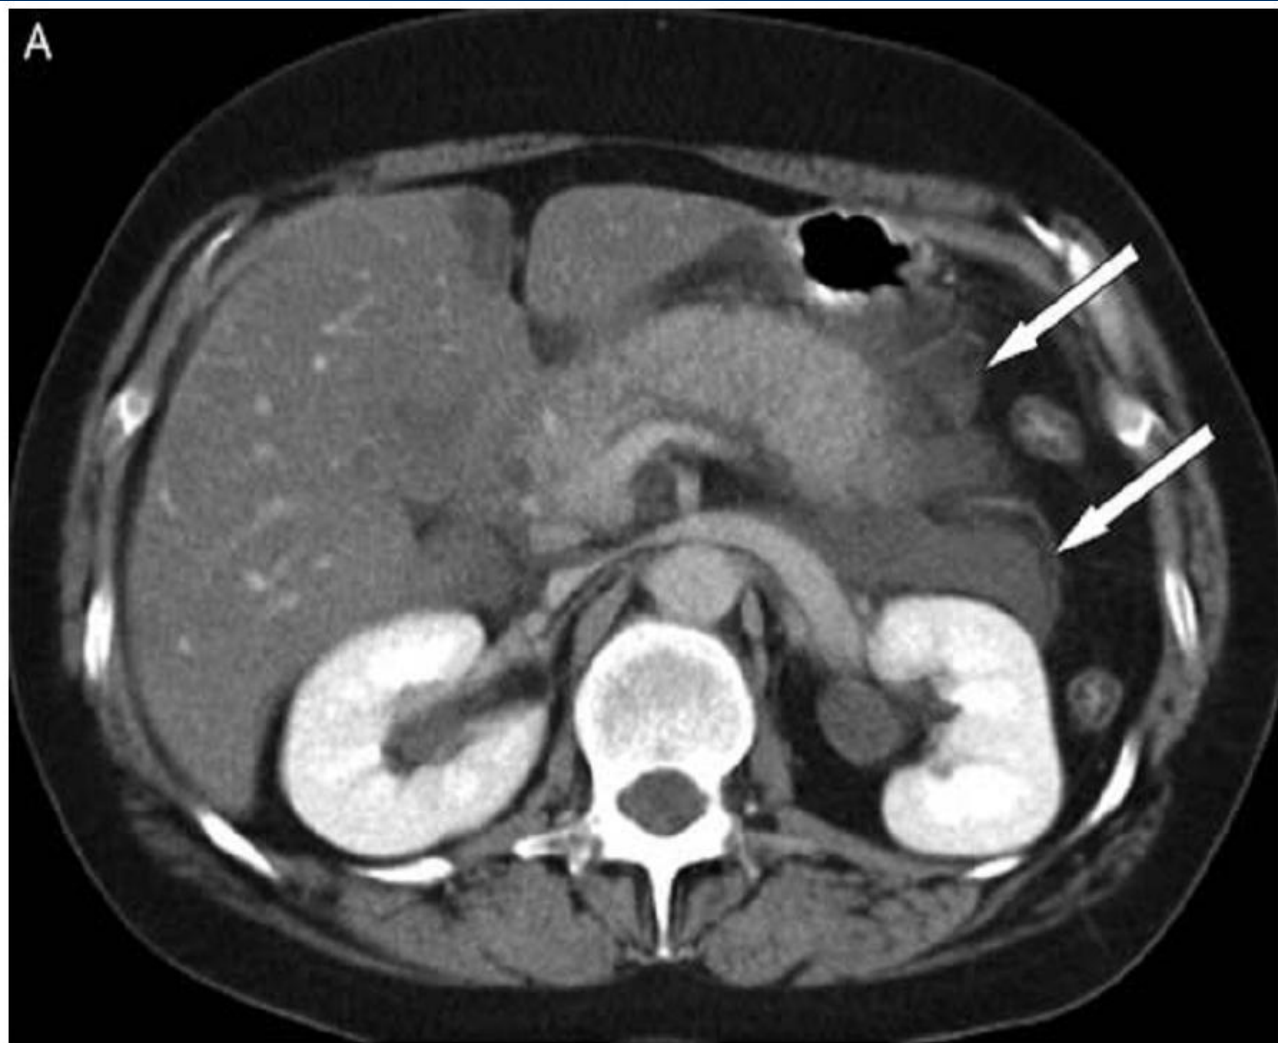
(A) A 38-year-old woman with acute interstitial oedematous pancreatitis and acute peripancreatic fluid collection (APFC) in the left anterior pararenal space (white arrows showing the borders of the APFC). The pancreas enhances completely, is thickened, and has a heterogeneous appearance due to oedema. APFC has fluid density without an encapsulating wall. (B) A few weeks later, a follow up CT shows complete resolution of the APFC with minimal residual peripancreatic fat stranding.
